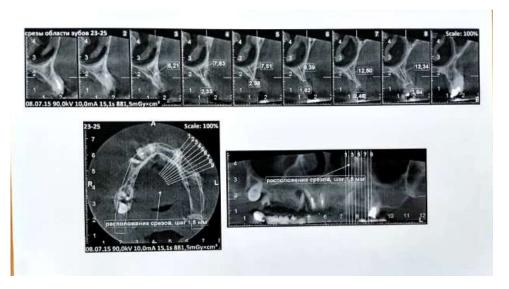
Томографическое исследование.
